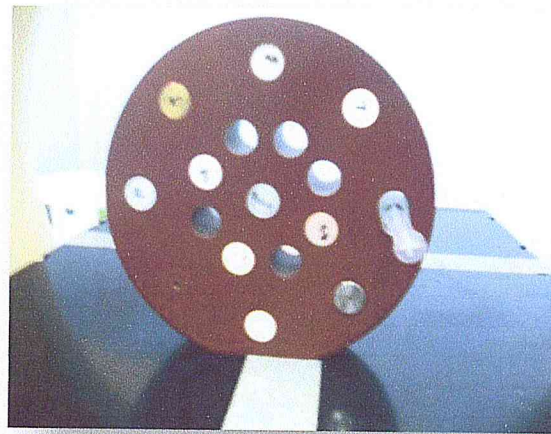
18 : Régions d'intérêt (ROI) pour l'évaluation des valeurs des Nombres CT
